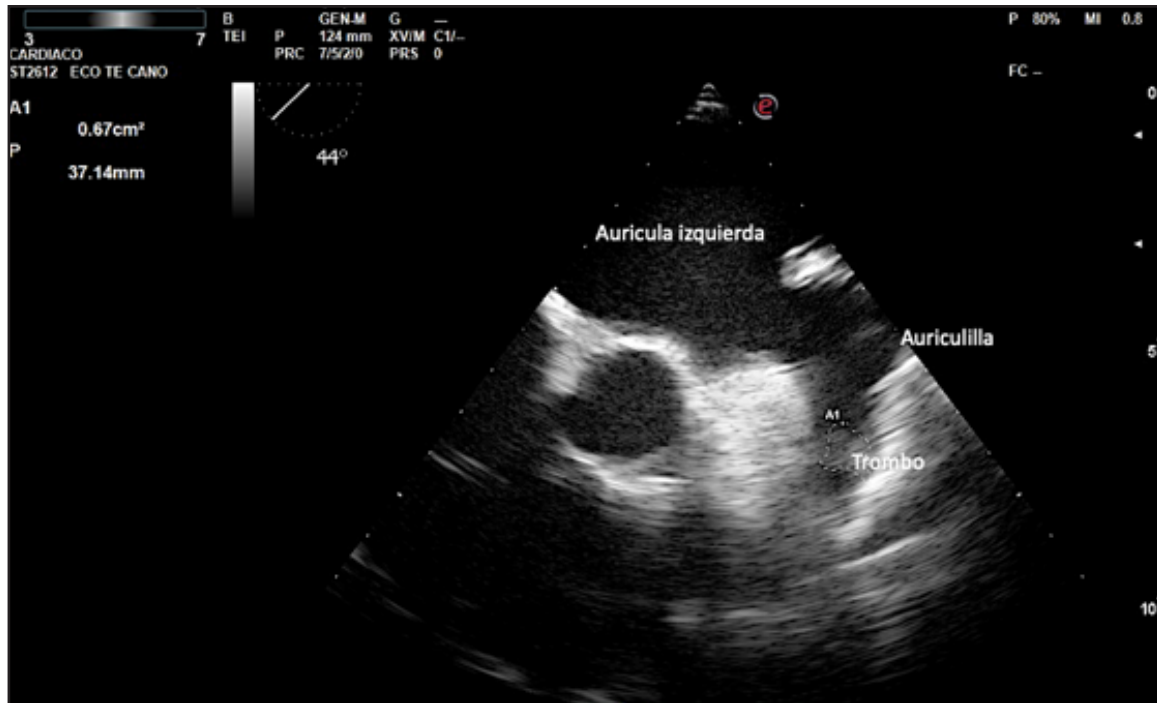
Ecocardiograma transesofágico con vista de auriculilla izquierda en forma de ala de pollo y presencia de trombo.
